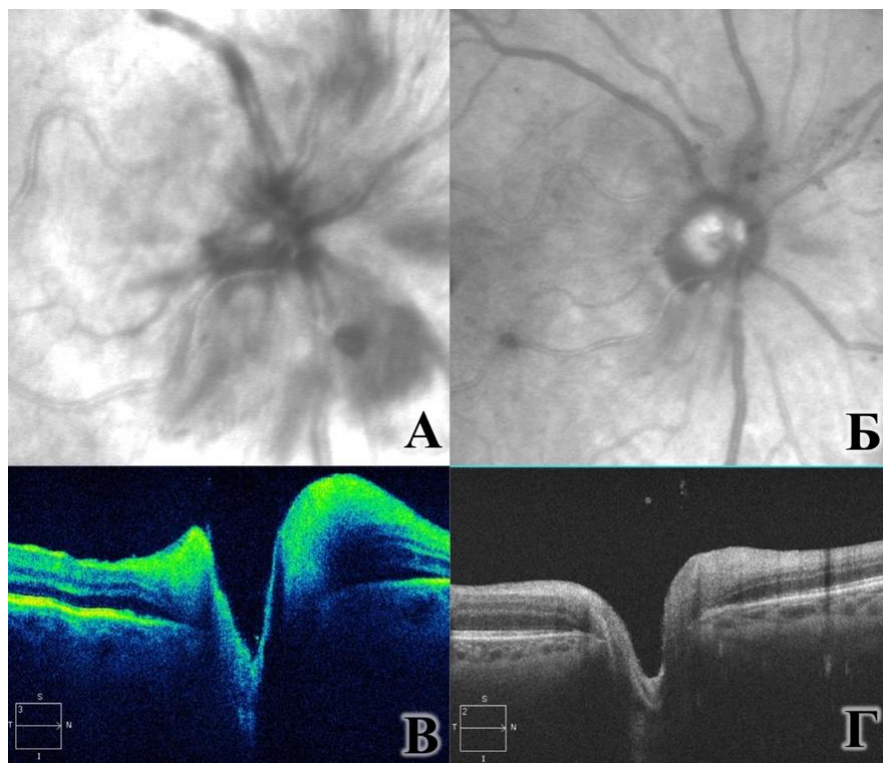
Пациент Р., 55 л., ИБ Г3609\16 OD Контузия глазного яблока, травматический мидриаз, сублюксация хрусталика I степени, частичный гемофтальм, травматическая оптическая нейропатия. Изображения, полученные при помощи красного (660 нм) лазера сканирующего офтальмоскопа А) Травматическая оптическая нейропатия в остром периоде: видны ступенчатость границ диска зрительного нерва и геморрагии, вены расширены и извиты. Б) Вид ДЗН через 7 суток после начала лечения: границы диска чёткие, произошла практически полная резорбция кровоизлияний. В) Данные ОКТ-исследования позволяют подтвердить клиническую картину, регистрируемую при помощи сканирующего лазерного офтальмоскопа: визуализируется проминенция ДЗН, утолщение нейроэпителия перипапиллярной зоны Г) Сохраняется некоторое утолщение нейроэпителия перипапиллярно с носовой стороны
